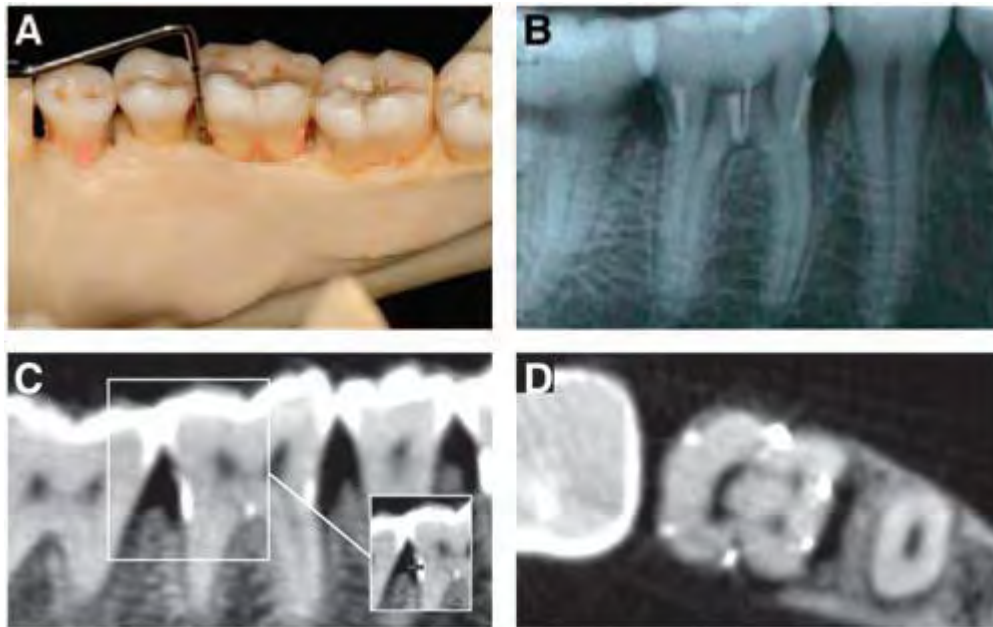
(A) Medida del defecto óseo, (B) radiografía periapical y (C, D) imagen digital obtenida con el sistema New Tom Cone Beam 3D.<sup>17</sup>
